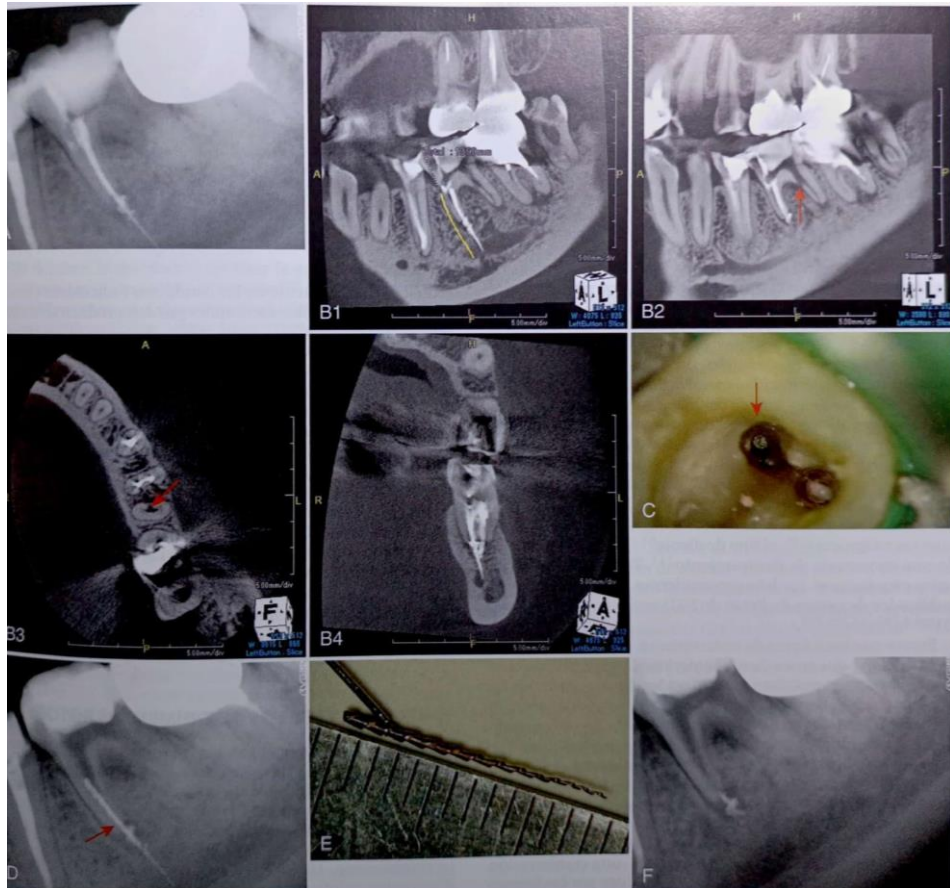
(A) Radiografía de un primer molar superior en la que se identifica un instrumento separado en la raíz mesial que sobresale por el foramen apical. (B) (1,2,3,4) Tomografía computarizada de haz cónico sagital en la que se observa que el extremo más radicular del instrumento separado llega hasta el nervio alveolar inferior, con 14mm de longitud. (C) Fotografía donde se aprecia el instrumento separado en el conducto mesio-vestibular. (E) Fragmento separado recuperado con 14mm de longitud medido con regla para endodoncia. (F) Radiografía que confirma la extracción total del instrumento separado. ¹
